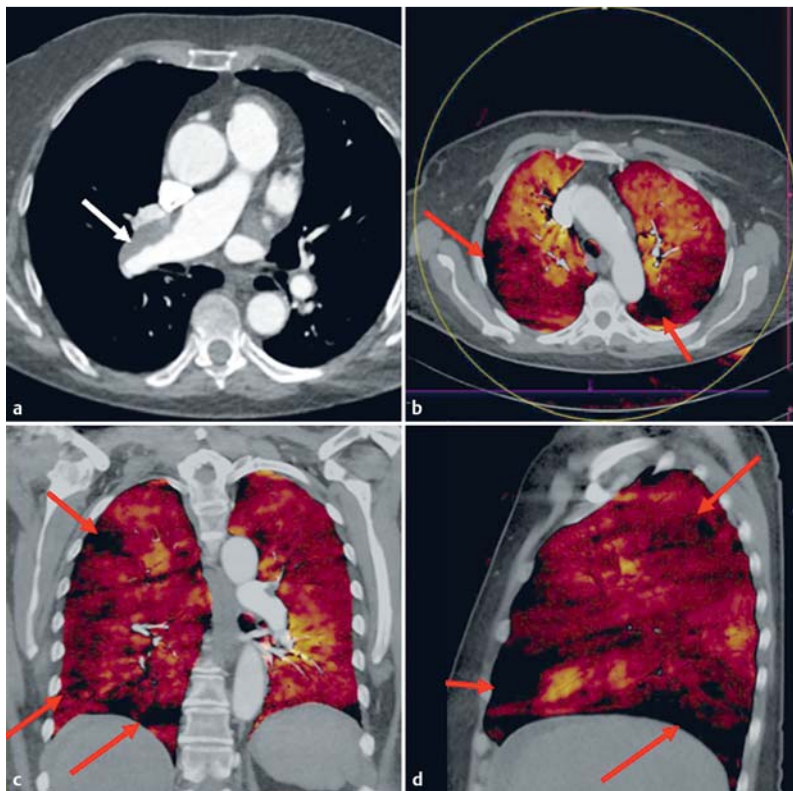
a In der Diagnostik akuter Lungenembolien ist die CT-Angiografie der aktuelle Goldstandard mit schneller und sicherer Erkennung der Thrombusformationen (weißer Pfeil). b–d Mittels Dual-Energy Computertomografie lassen sich nach Gabe von jodhaltigem Kontrastmittel Jodkarten des Lungenparenchyms erstellen und somit die Parenchymperfusion evaluieren. Damit können z. B. bei Patienten mit chronisch thromboembolischer pulmonaler Hypertonie Areale mit Perfusionsausfällen/-minderungen (rote Pfeile) erkannt werden.
